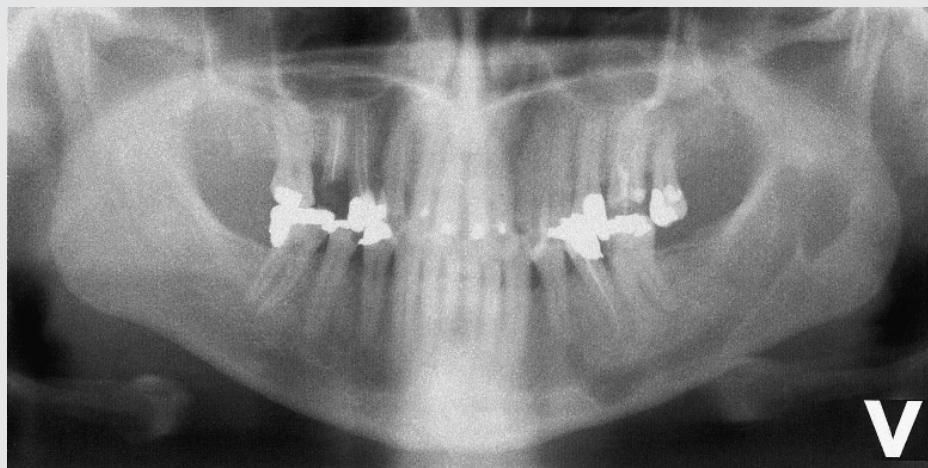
Panoramaradiografisk optagelse som viser den udvidede canalis mandibulae og forstørret foramen mandibulae.
